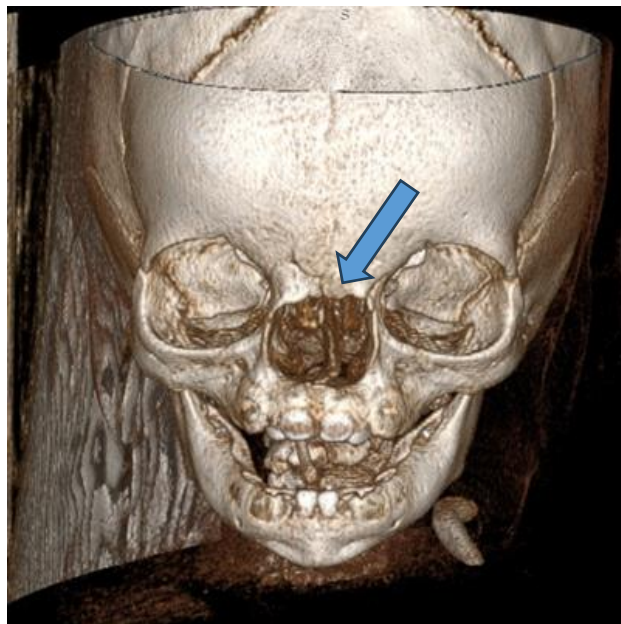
КТ ОНП в 3Д - режиме пациентки Ш., 6 мес. С диагнозом:
